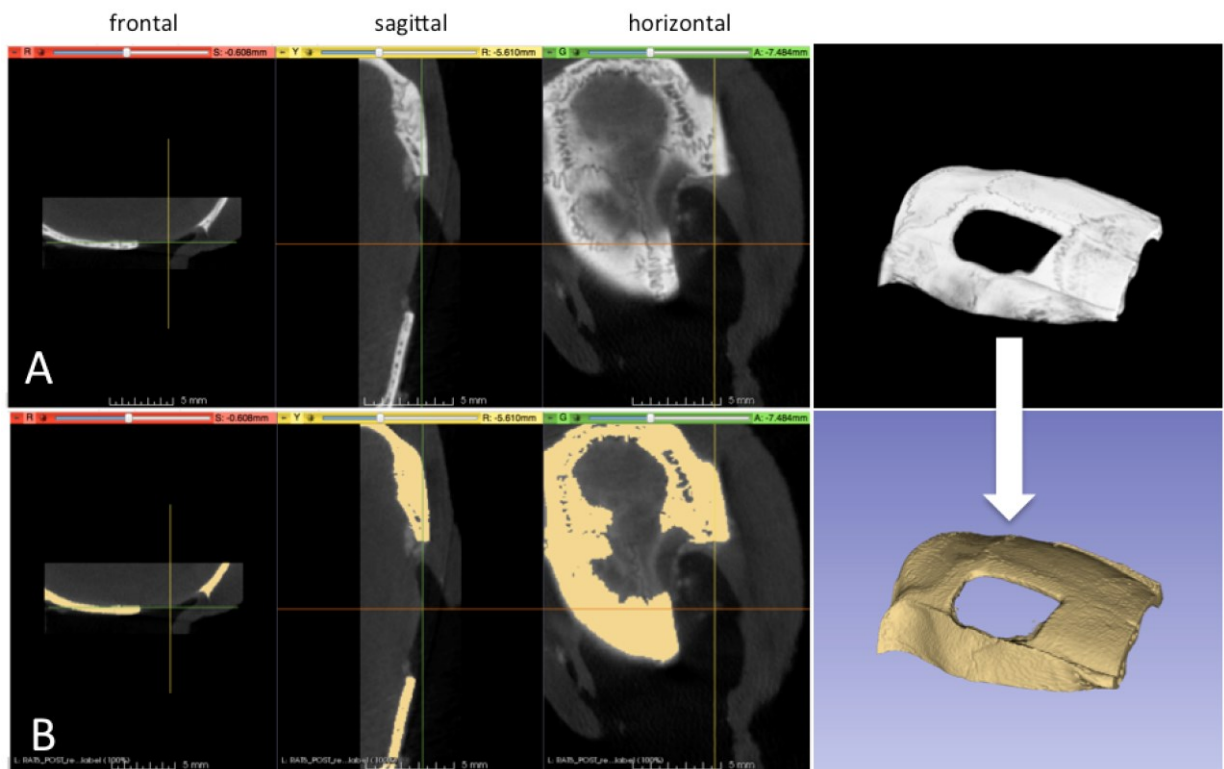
Segmentierungsvorgang: selektive Darstellung ossärer Strukturen; Screenshots aus 3D-Slicer v4.4 A) native CT-Bilder B) überlagerte Label Map (ocker); Q.: eigene Darstellung
